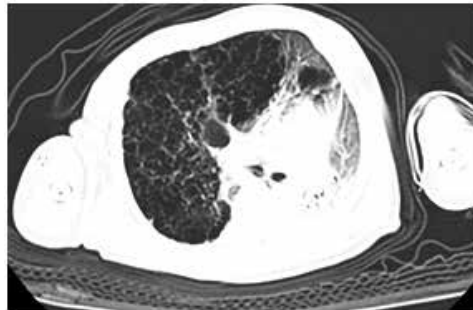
Tomografía de tórax en la que se observa lóbulo superior derecho reemplazado por imágenes quísticas e hiperinsuflado con pasaje de la línea media hacia la izquierda. Atelectasia del lóbulo medio y lóbulo superior izquierdo con desplazamiento mediastinal hacia la izquierda.
